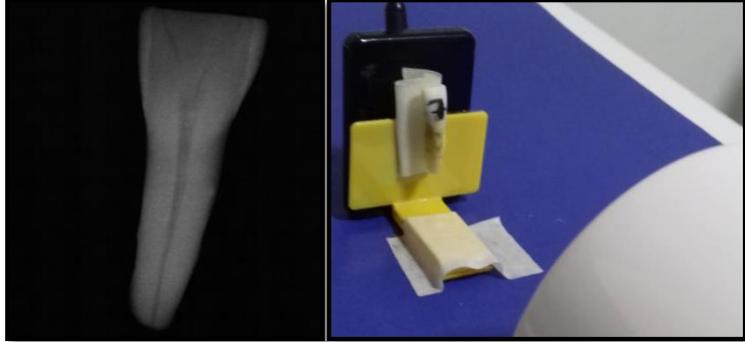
Imagen anexa 5: Radiografía previa para determinar la Longitud real de trabajo.
